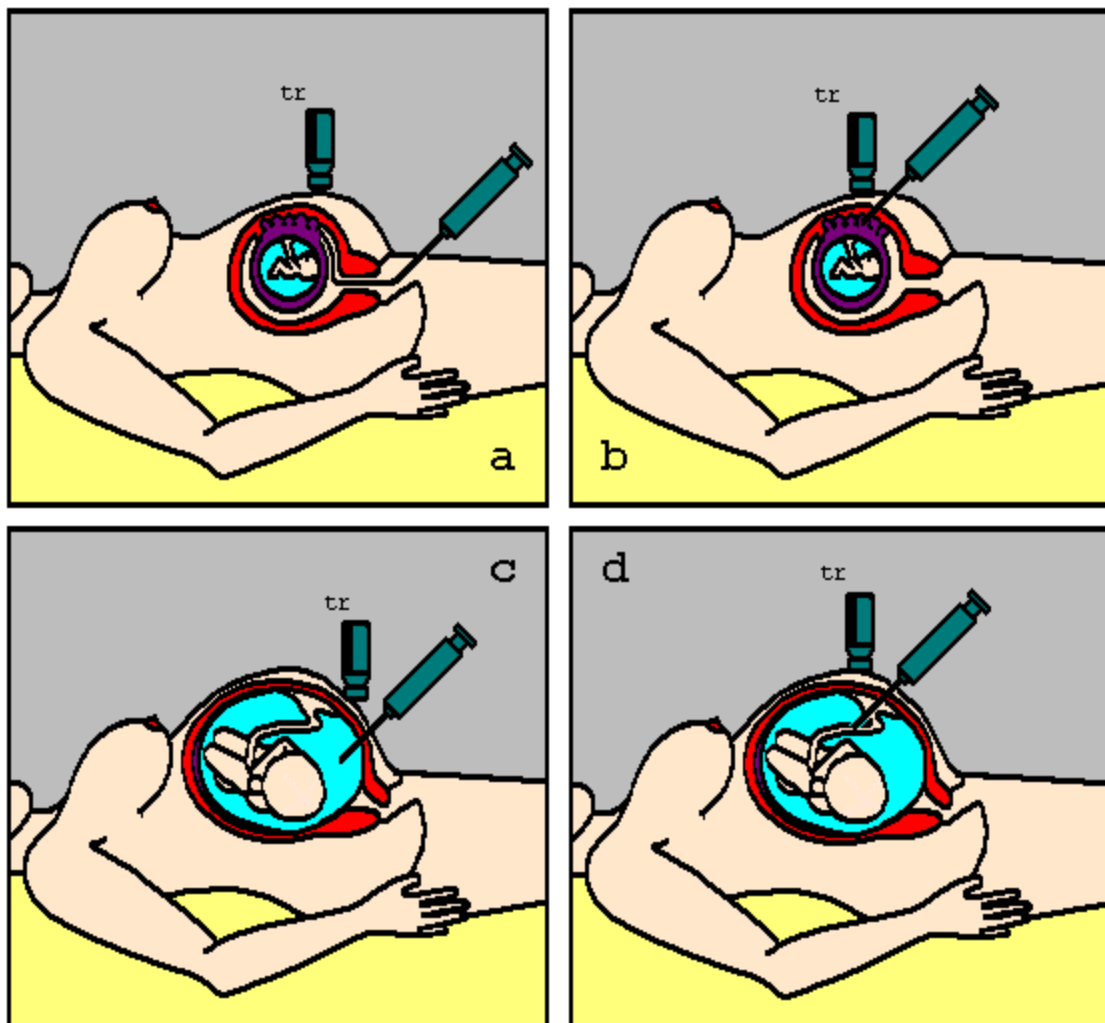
Principais técnicas de diagnóstico pré-natal, todas monitoradas pela ultrassonografia (tr indica o aparelho transdutor): a) biópsia de vilosidades coriônicas por via vaginal transcervical; b) biópsia de vilosidades coriônicas por via transabdominal; c) amniocentese; d) cordocentese ou punção do cordão umbilical.
